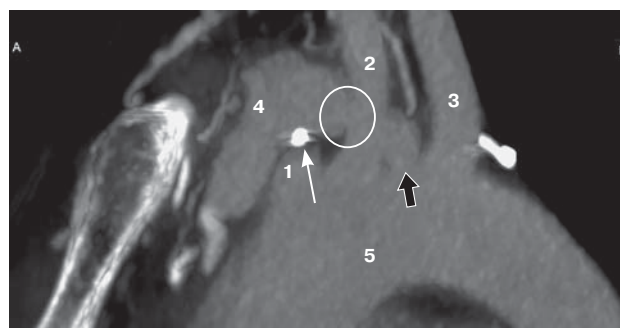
CT angiography before surgery. 1 – brachiocephalic trunk; 2 – left common carotid artery; 3 – left subclavian artery; 4 – left brachiocephalic vein; 5 – aortic arch; thin arrow – metal fragment in the mediastinum; black arrow – pseudoaneurysm of the aortic arch; circle – arteriovenous discharge zone between the left common carotid artery and the brachiocephalic vein.
